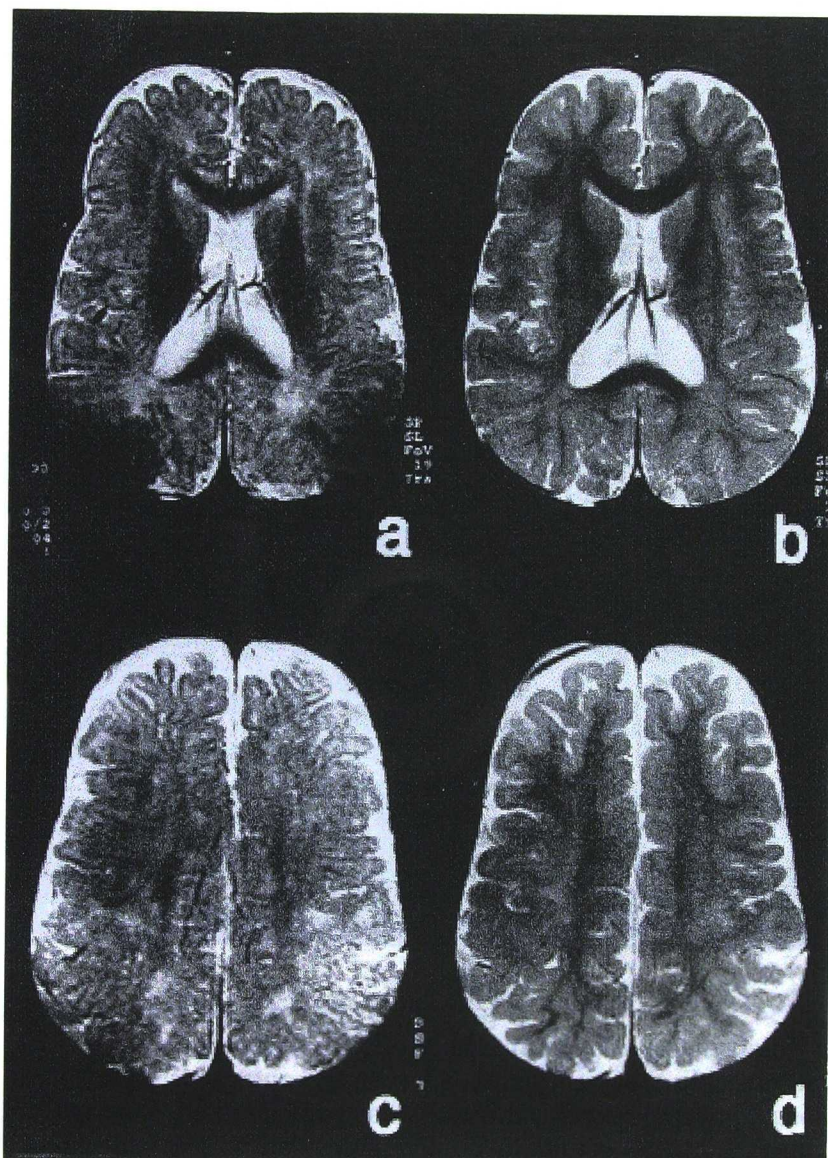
RM craneal potenciada en T2 en el paciente nº 8, a los 15 meses y a los 3 años de edad. En la primera exploración por RM (a,c) se puede ver la ausencia de mielina en la sustancia blanca periventricular y lóbulos occipitales. En la última RM (b,d), la mielinización ha progresado significativamente, apareciendo una marcada arborización hipointensa de la sustancia blanca subcortical.
